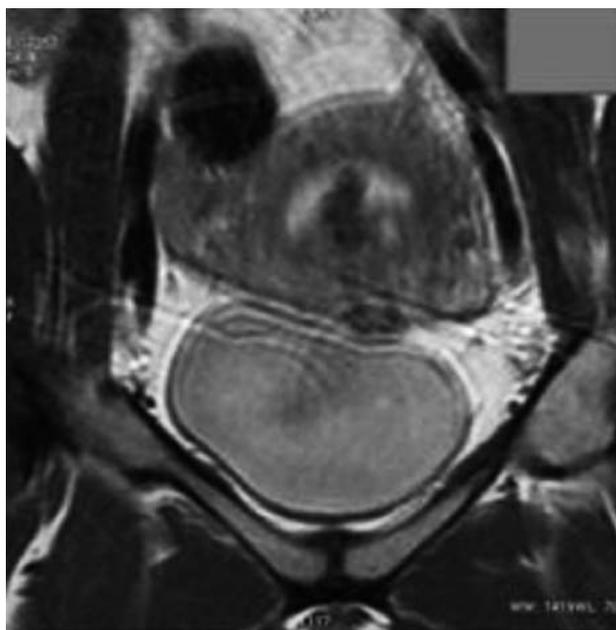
20.06.17 (после лечения). Пациентка С., 40 лет, контроль после ФУЗ-МРТ-абляции.
